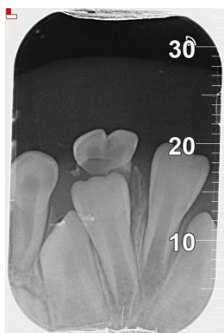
Rx periapical del 8.1 y 8.2 se observa reabsorción radicular > 2/3 de la longitud radicular.
